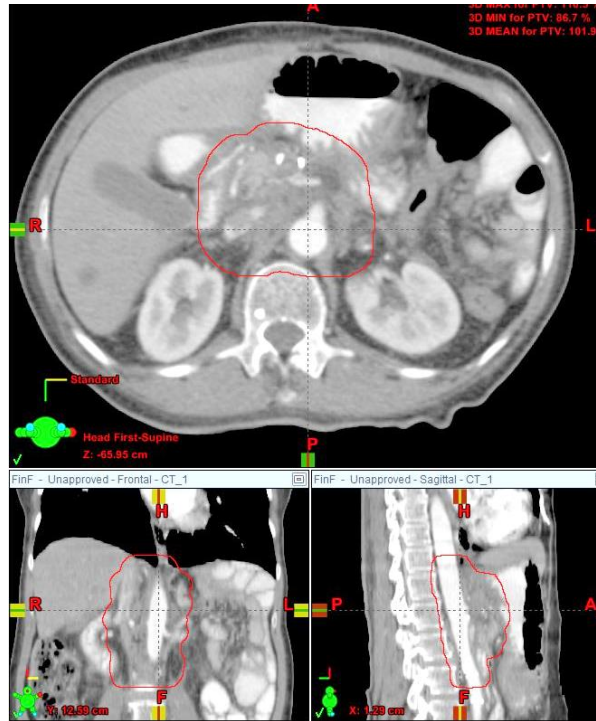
1: Tomografía computarizada con contraste oral y endovenoso donde se observa delimitado el PTV. Cortesía del Servicio de Radioterapia la Trinidad.
